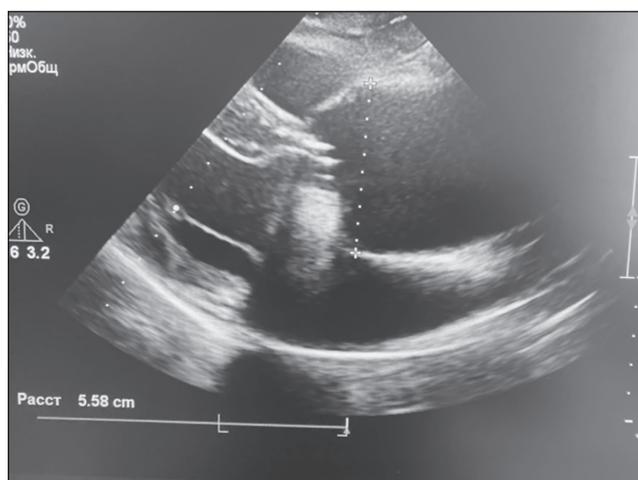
Эхокардиография после резекции ложной аневризмы восходящего отдела аорты и его реконструкции заплатой из ксеноперикарда. Парастернальная длинная ось. Расширение аорты на уровне синусов и восходящего отдела
